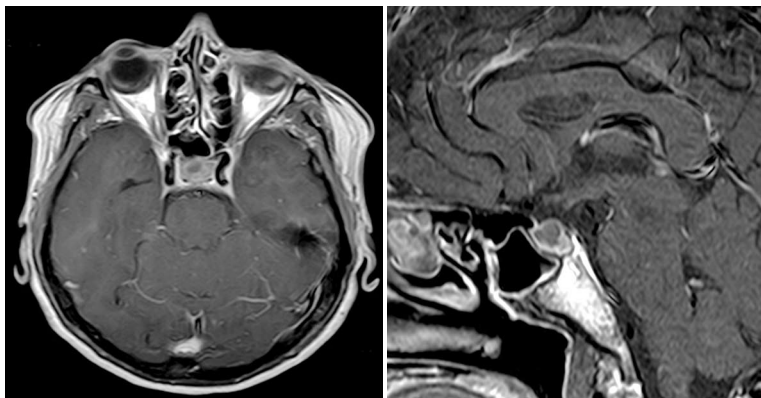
МРТ хворої П., 32 р. з мікроаденомою гіпофіза, що секретує АКТГ, у передніх відділах аденогіпофіза.
